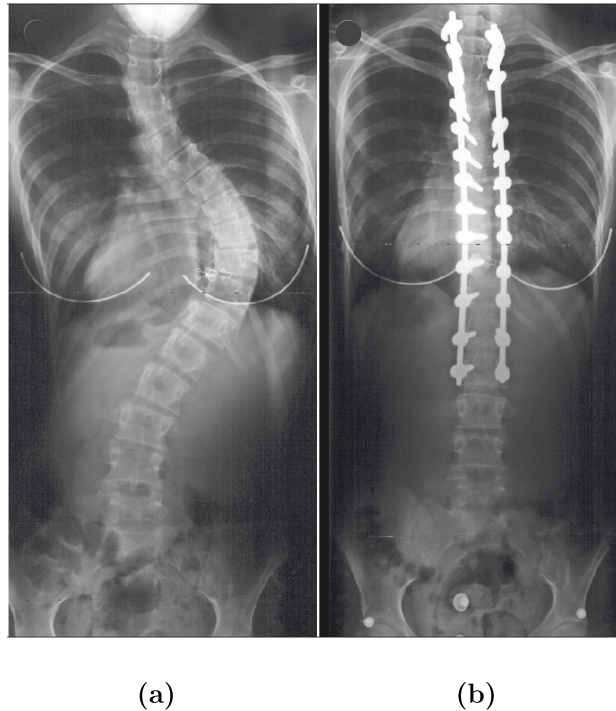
Radiographies d'un patient avec une scoliose idiopathique adolescente thoracique (a) avant opération et (b) suite à une chirurgie par instrumentation (image adaptée de Weinstein *et al.* (2008))
